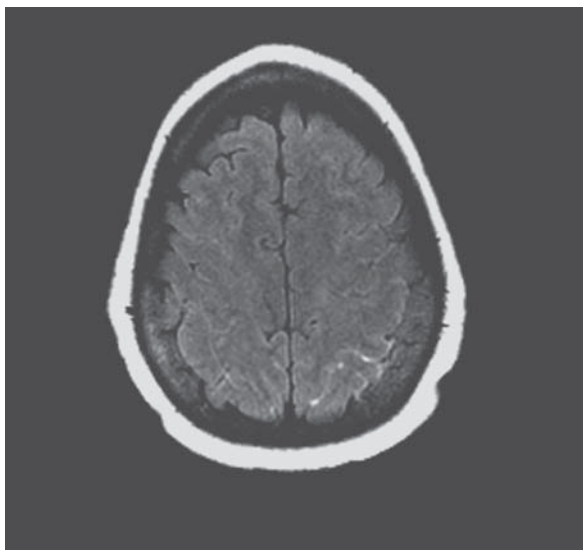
Metástasis leptomenígeas. Imágenes por resonancia magnética (IRM) de cerebro con técnica FLAIR en una paciente con antecedentes de cáncer de mama quien presentó una convulsión. Se puede observar la hiperintensidad de los surcos en el hemisferio izquierdo. EL LCR confirmó el diagnóstico.
